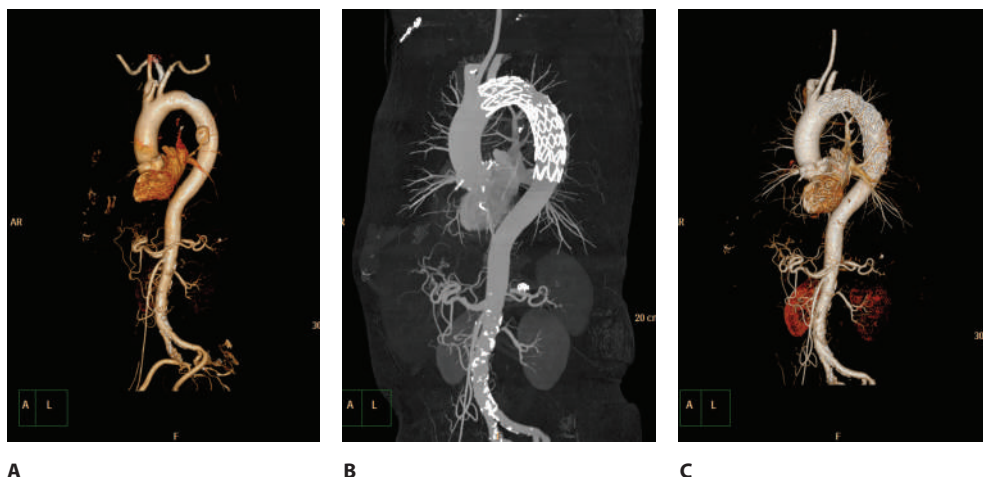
3D-реконструкция ПАЯ аорты до и после ЭПГА: А – МСКТ-ангиография с 3D-реконструкцией до ЭПГА; В, С – МСКТ-ангиография с 3D-реконструкцией после ЭПГА
